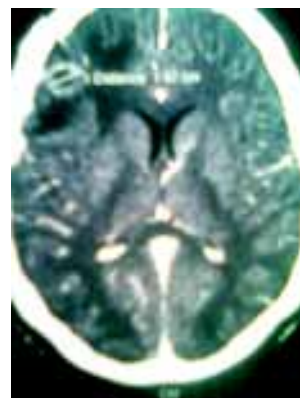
CT cerebral la 7 zile postoperator (21.11.2008) – Abces cerebral restant postoperator (3,5/2,5 cm localizat frontal drept, cu deplasare minimă (0,4 cm) a structurilor de pe linia mediană. Se observă voletul postoperator
